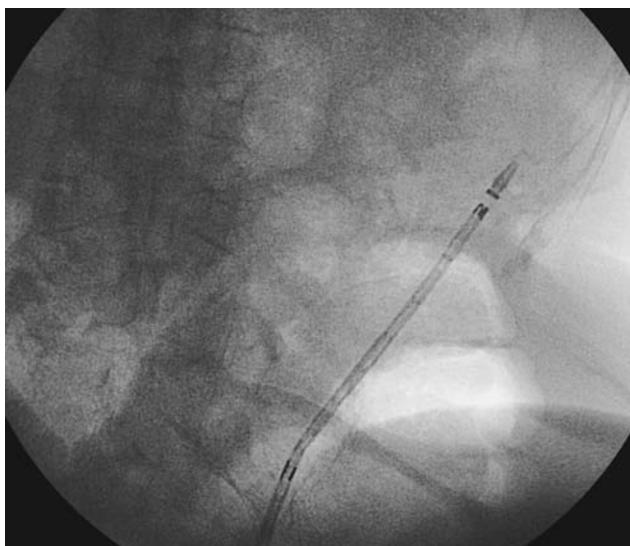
Рентгенконтроль бужирования и баллонодилатации опухоли прямой кишки
